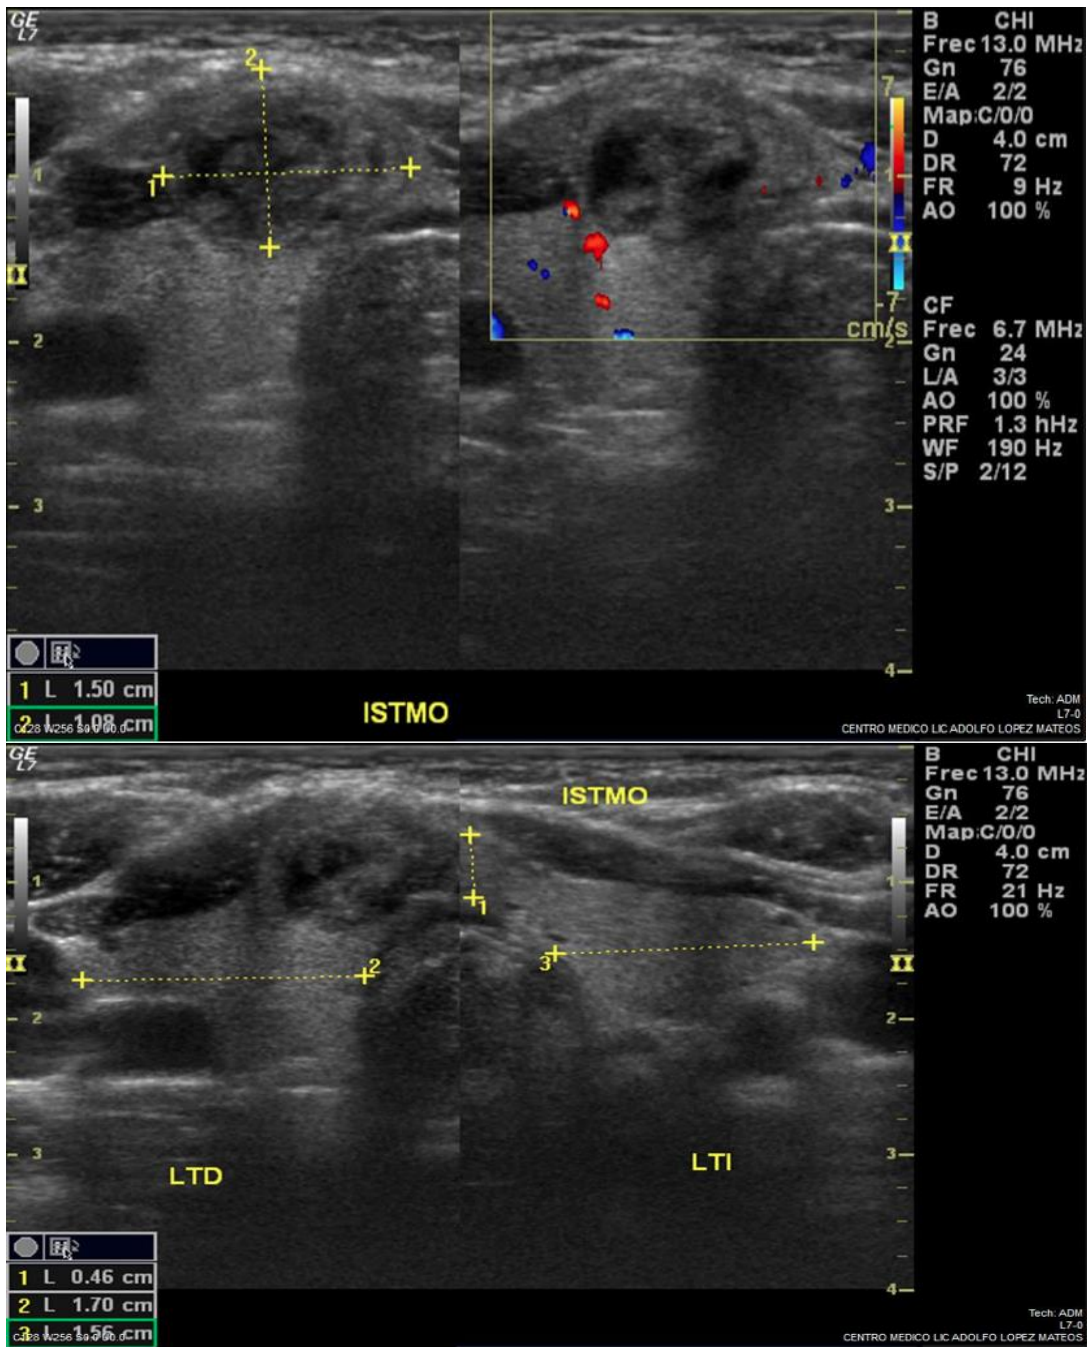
Paciente masculino de 46 años, con patología tiroidea de base. Imagen ecográfica a nivel del istmo tiroideo, en la que se observa una imagen nodular, con zonas de degeneración quística, que le confiere un aspecto arremolinado, que presenta, escasa vascularidad, tras la aplicación de modo doppler. Cortesía del archivo radiológico del Centro Médico Adolfo López Mateos ISEM
